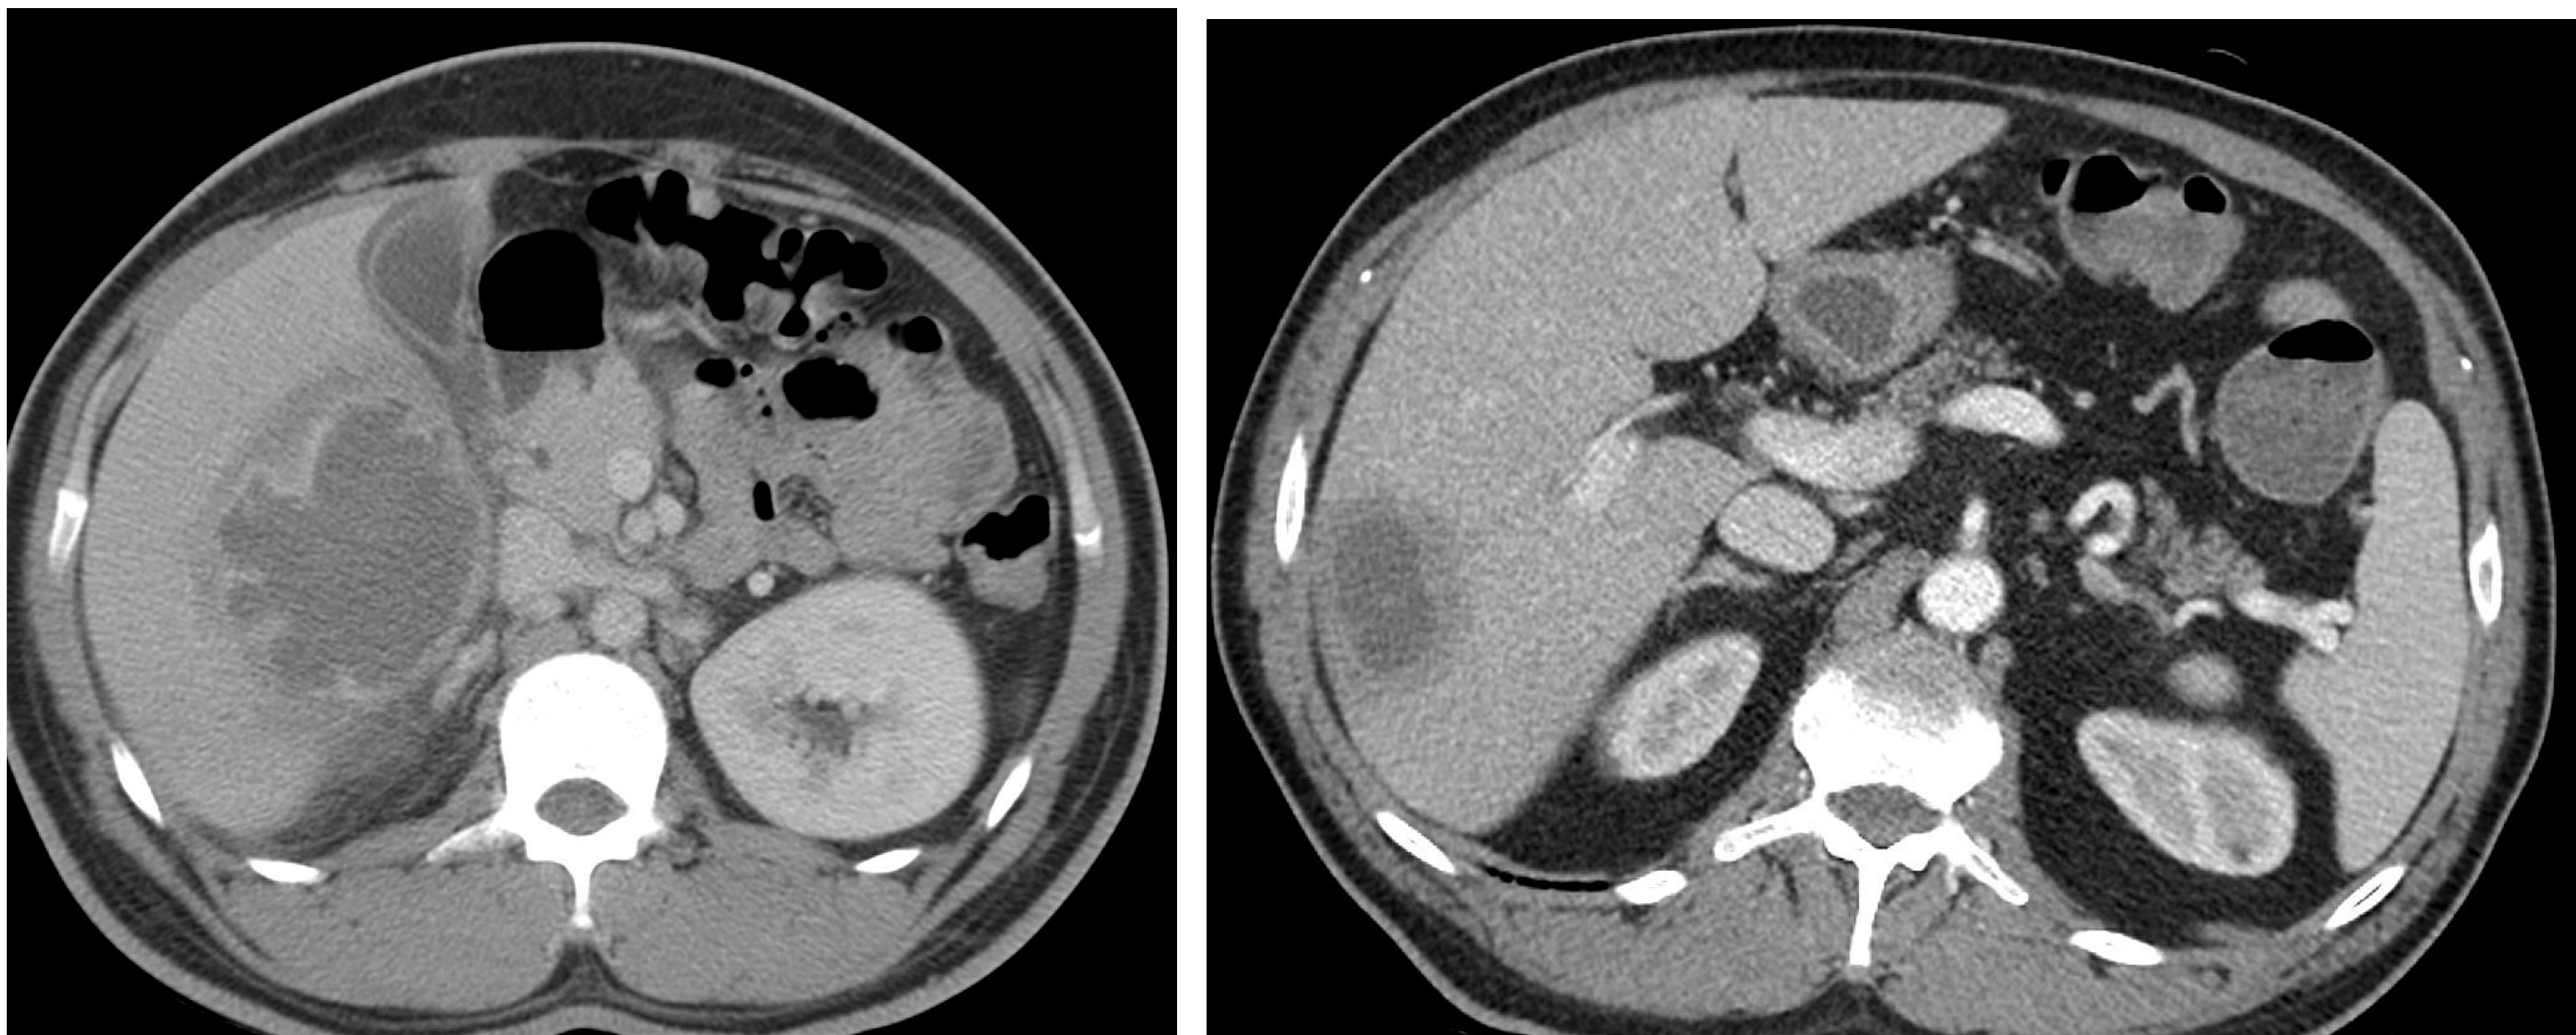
Cortes axiales de TC abdominopélvico con contraste en fase portal de dos pacientes distintos con abscesos hepáticos amebianos. Lesiones focales hepáticas bien delimitadas, hipodensas, con paredes gruesas y halo externo hipodenso correspondiente a edema perilesional ("signo de la doble diana").
